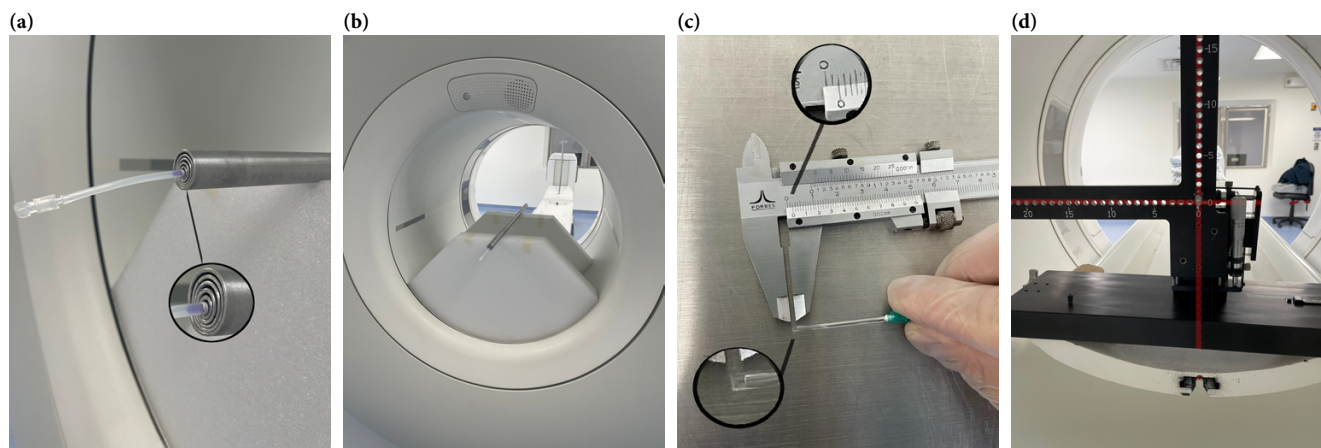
a) Fuente lineal cubierta por el maniquí de aluminio conformado por 5 tubos concéntricos. b) Maniquí para la prueba de sensibilidad ubicado en el eje del FOV (0 cm). c) Fuente puntual de ^{18}F -FDG con $\sim 3,30 \text{ MBq}$ ($89,15 \mu\text{Ci}$) contenida en un volumen de $\sim 1,9 \text{ mm}^3$. d) Capilar con fuente puntual de ^{18}F -FDG, ubicada en el maniquí en forma de ele. La imagen permite identificar los ejes del tomógrafo.
